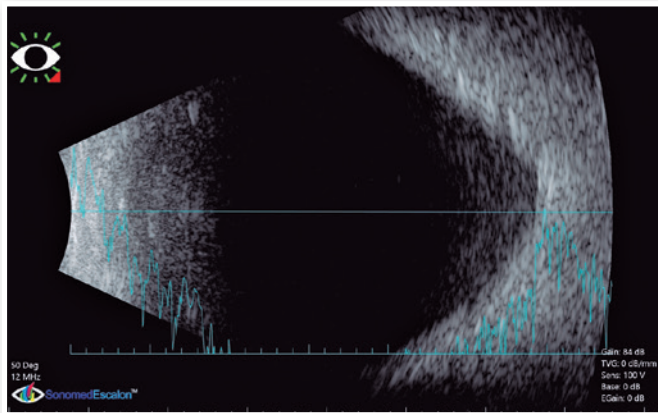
Ultrassonografia da direita.
